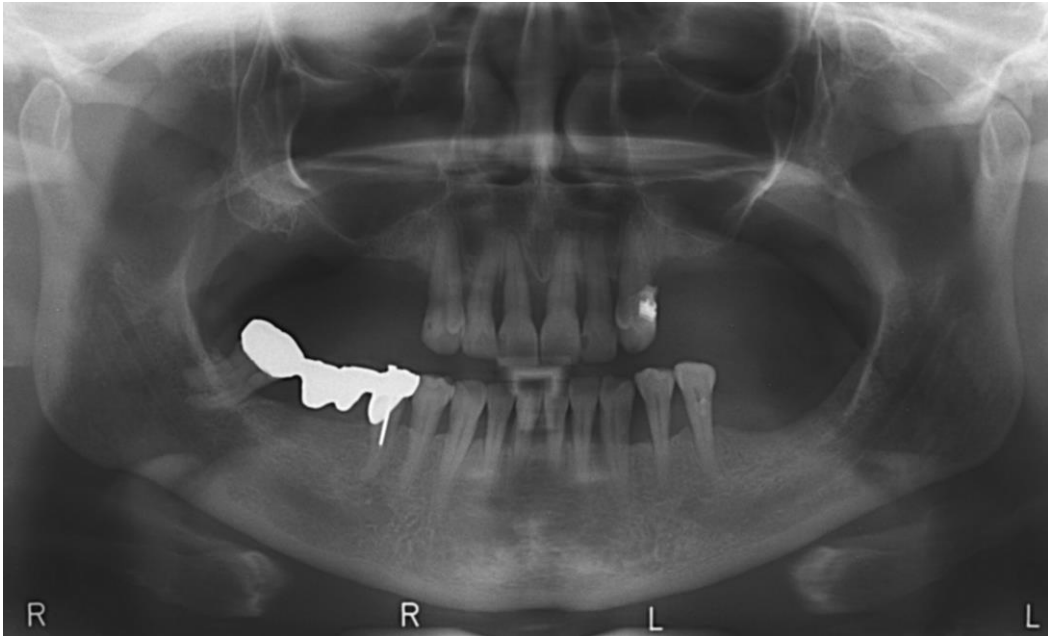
Ortopantomografia di un paziente edentulo da circa 3 anni con marcata atrofia bilaterale a livello dei seni mascellari
